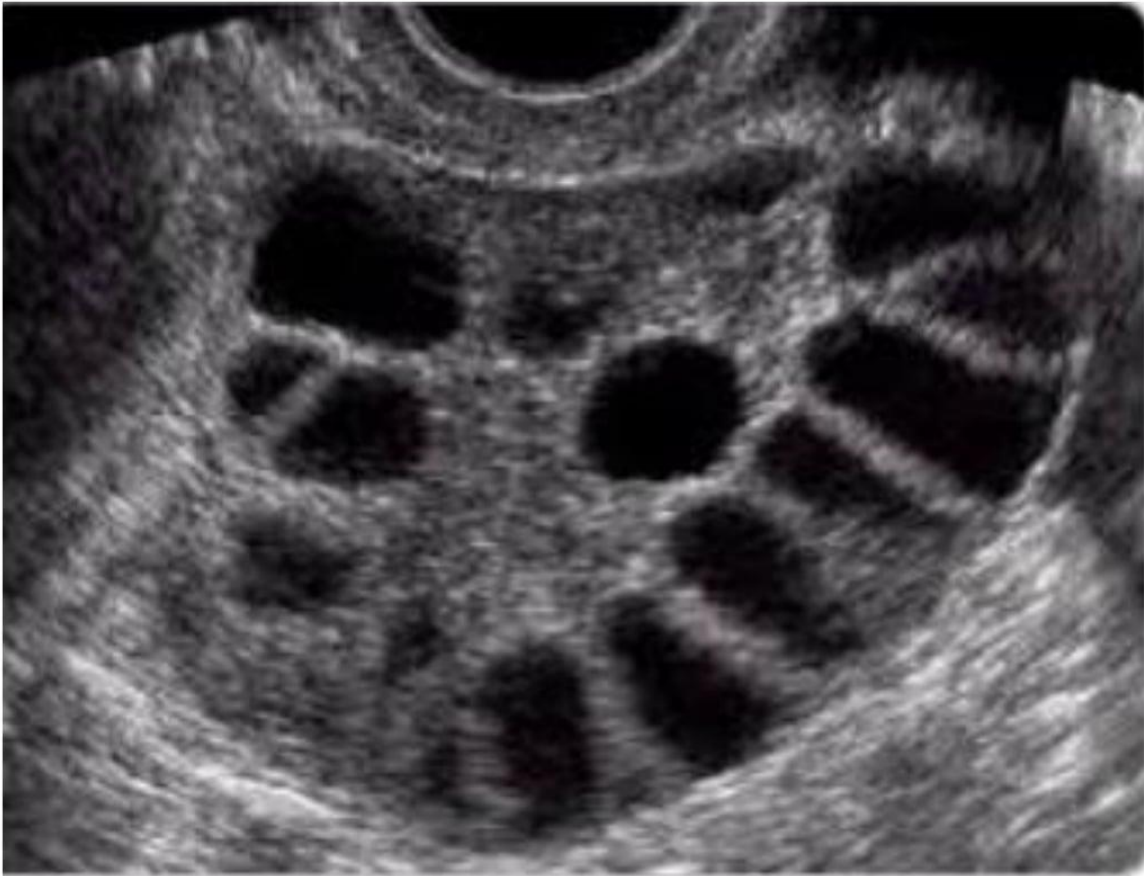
Echographie d'un ovaire polykystique (compte des follicules antraux en échographie par technique 2D manuelle par voie endovaginale). (GEOFFROY et al, 2012)
